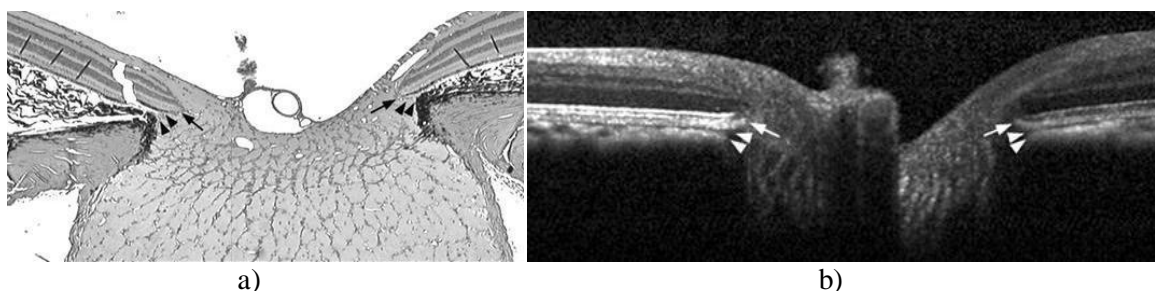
Arquitetura do canal neuronal com a representação da abertura do canal neural (“Neural Canal Opening” - NCO) e o BT numa (a) secção histológica e uma (b) colocalização de um B-Scan de OCT. As setas pretas e brancas representam a BMO na secção histológica e no B-scan de OCT, respetivamente. As cabeças de setas pretas e brancas delimitam o BT. (Adaptado de [3])
